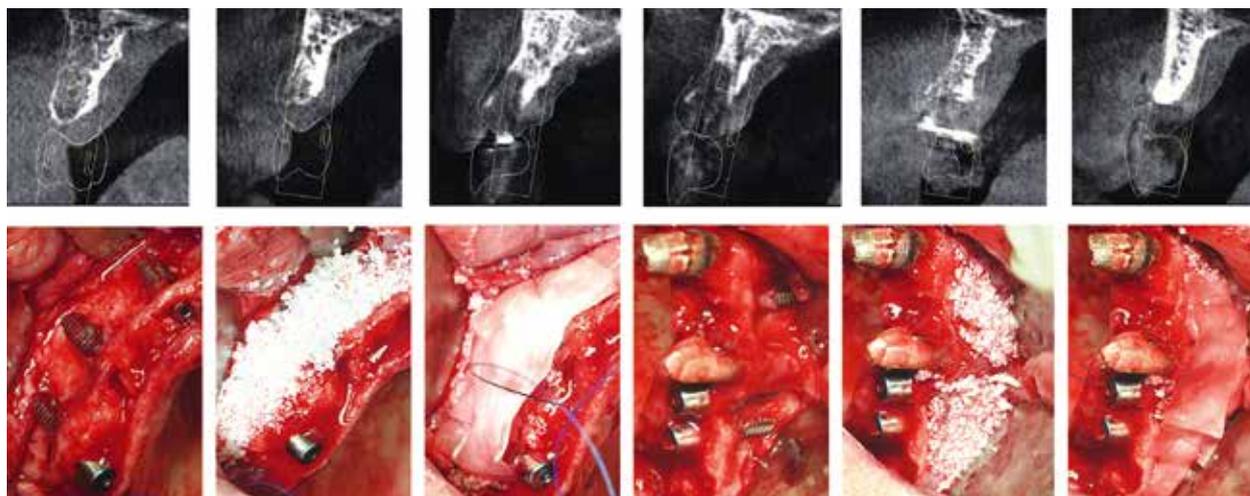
Processo di posizionamento chirurgico e implantare. Queste figure mostrano una serie di passaggi coinvolti nella fase chirurgica del trattamento. La fila superiore mostra le scansioni CBCT pre-chirurgiche utilizzate per pianificare i posizionamenti degli impianti, evidenziando l'anatomia ossea e le posizioni degli impianti. La fila inferiore documenta la procedura di rigenerazione ossea guidata (GBR) con posizionamento di innesti eterologhi e membrane, seguita dall'inserimento degli impianti. L'immagine finale mostra la protesi provvisoria posizionata per il carico immediato, garantendo stabilità funzionale ed estetica durante la guarigione.
